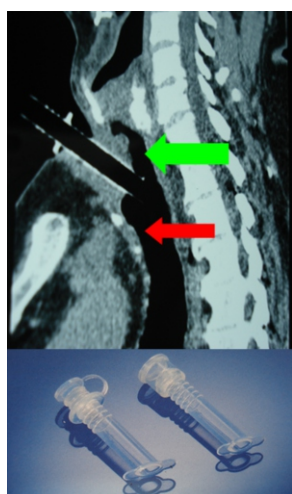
3a. Posoperatorio: tomografía espiral multicorte de tráquea. Se observa la eliminación de los granulomas supraestomales calcificados. Fig 3b. Cánula a largo plazo de Montgomery.
